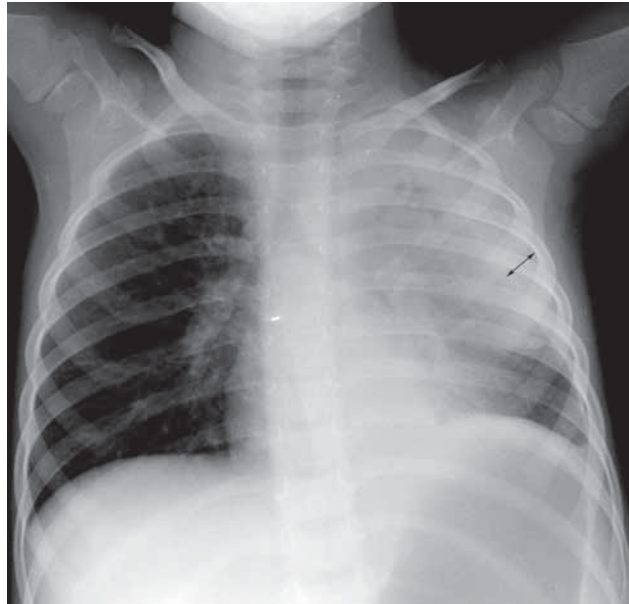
Radiografía en la que se aprecia una consolidación en el lóbulo superior izquierdo, con derrame pleural asociado (línea negra con flechas). Al estar en decúbito supino, el líquido pleural se acumula en la porción declive del tórax, aumentando discretamente la densidad del parénquima pulmonar suprayacente.
